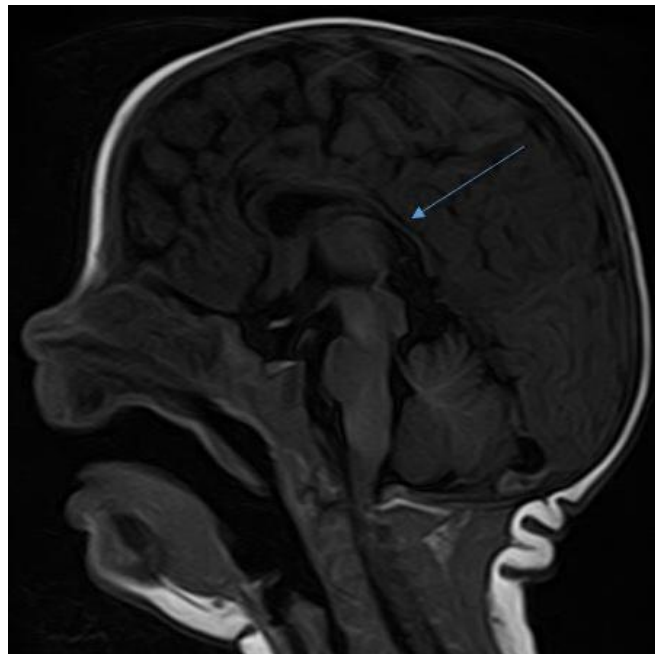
МРТ головного мозга. Сагиттальный срез (Sg T1). Гипоплазия мозолистого тела в задних отделах
